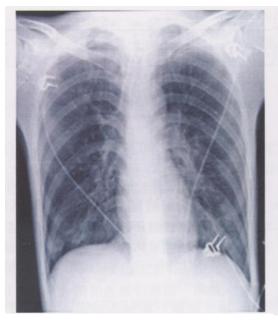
供体 2移植肺获取前的 X线胸片 注: 示双肺野基本清晰
